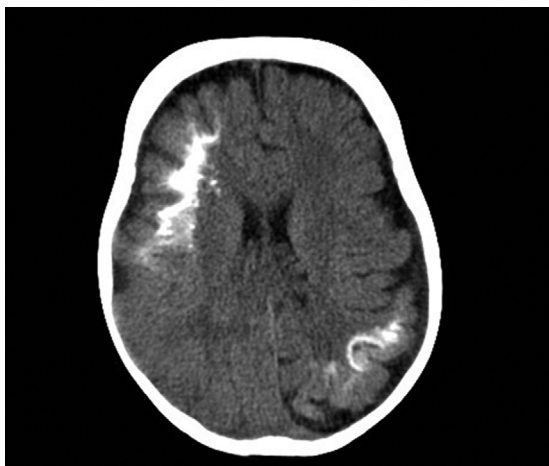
TC craneal sin contraste. Corte axial centrado a la altura de los ventrículos laterales, demostrando múltiples calcificaciones en ambos hemisferios cerebrales con un patrón curvilíneo y giriforme, asociado a una pérdida de volumen cerebral en estas mismas localizaciones.
